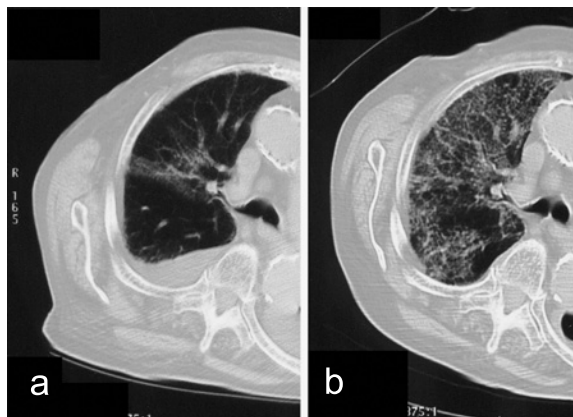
胸部CT検査:a 右上肺葉に限局性に淡い肺炎像と胸水 (2008.1.16) b 右肺炎の増悪 (2008.1.25)
